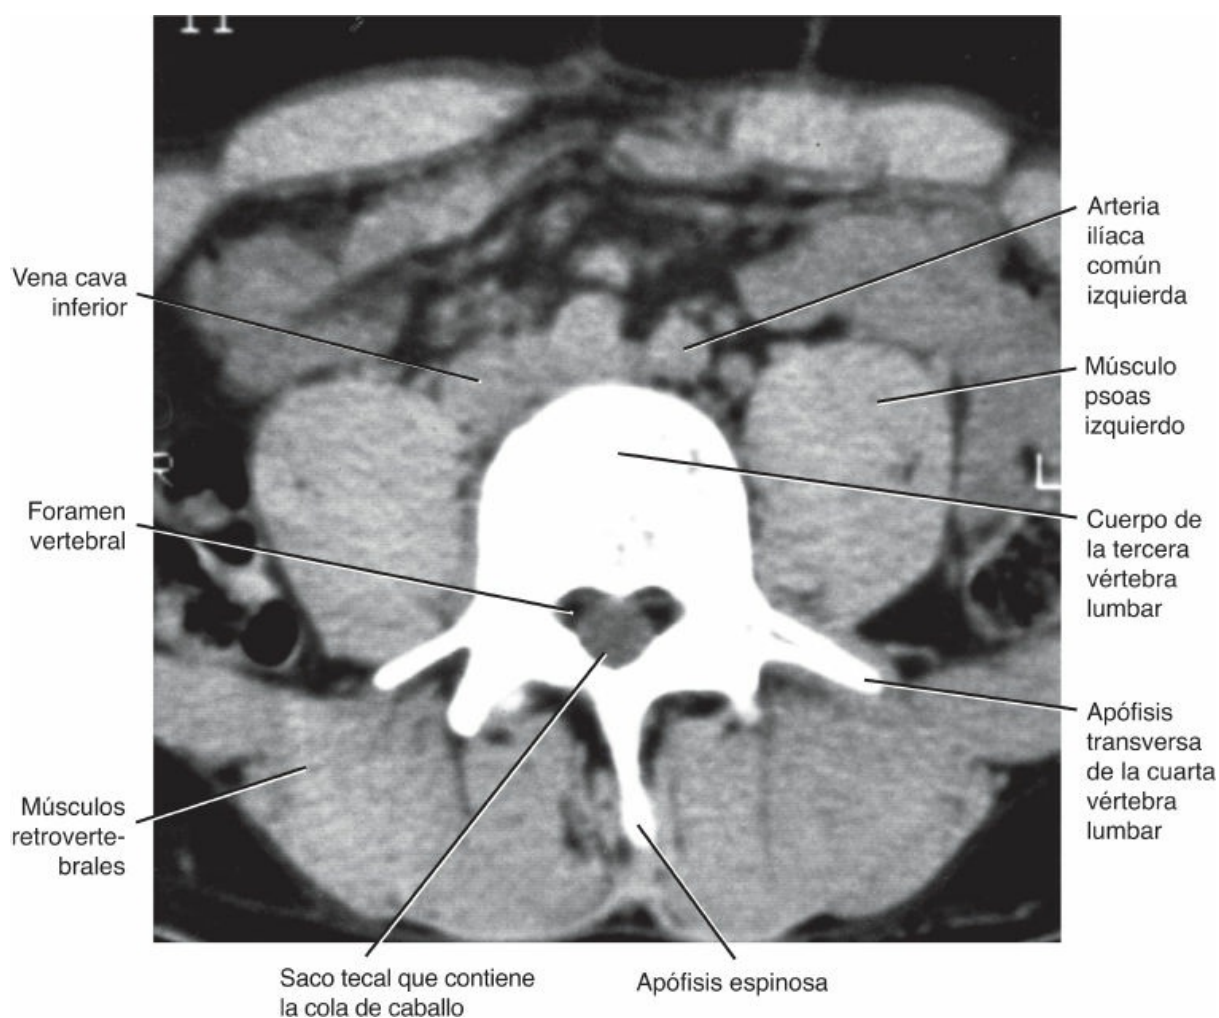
TC de la cuarta vértebra lumbar.
